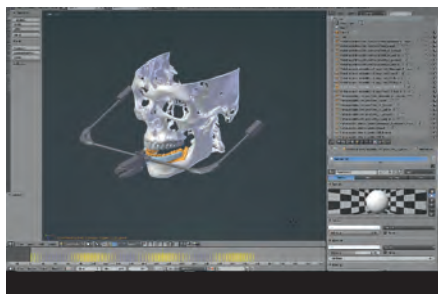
Fusion von Scan-, Bewegungs- und Röntgendaten auf CAD-Ebene (Blender)
